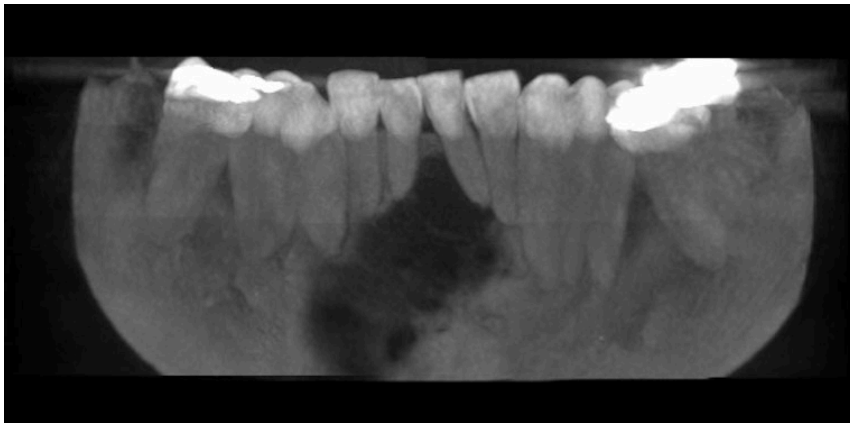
Corte panorámico de tomografía de haz cónico que abarca espesor total de la mandíbula, donde se observa los límites de la lesión.
